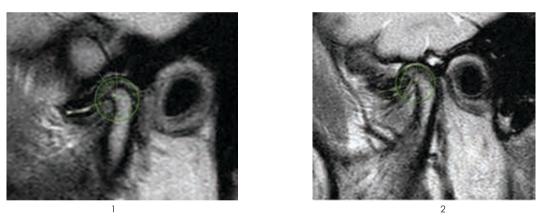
Магнитно-резонансная томография ВНЧС, закрытый рот: 1 – ВНЧС левый, 2 – ВНЧС правый
